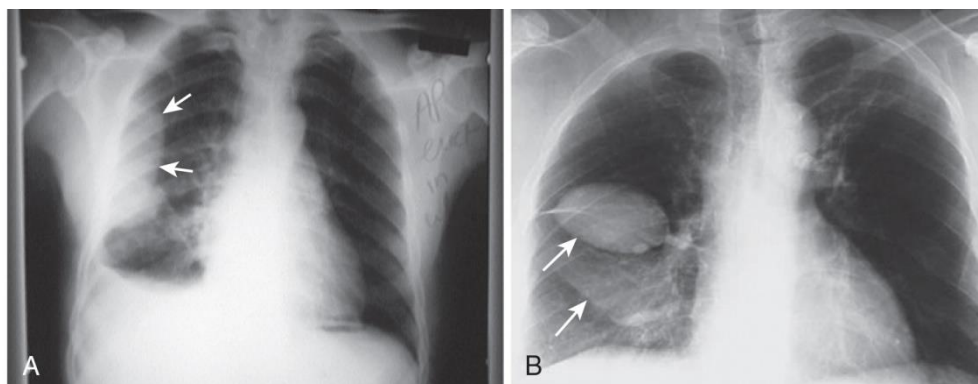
Loculated pleural effusion. A, A posteroanterior radiograph demonstrates the D-shaped appearance of a right-sided loculated pleural effusion (arrows) in the midchest region. B, Occasionally, pleural effusions (arrows) may become loculated in the fissures.
